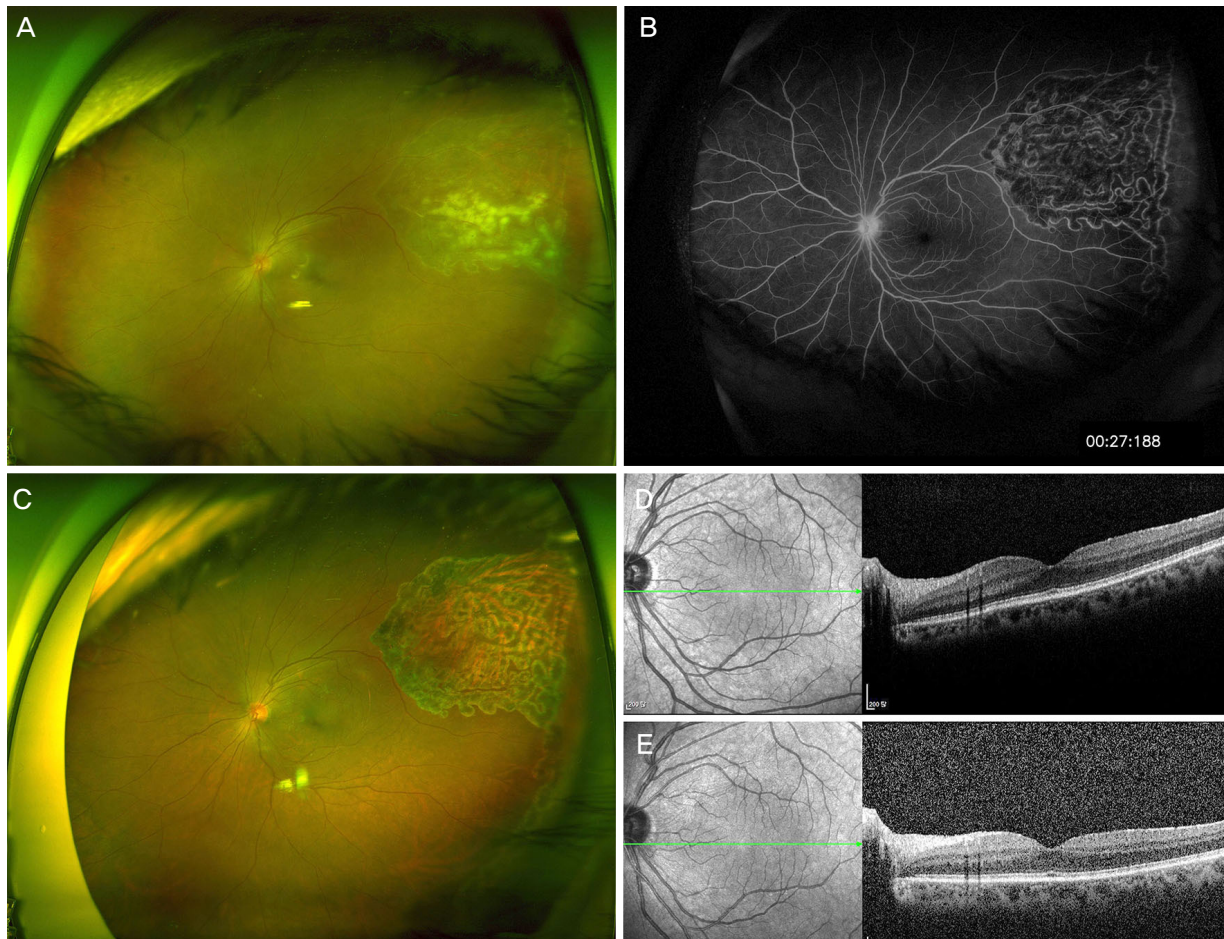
Images of post-vitrectomy with endolaser photocoagulation and intravitreal ganciclovir injection. (A) Fundus examinations 2 weeks after vitrectomy showed improved vitritis and retinal infiltration. (B) Fluorescein angiography at postoperative 2 months showed much improved vascular leakage. (C) Fundus photography 20 months after vitrectomy showed inflammation-free vitreous and retina and stable laser scars. (D-E) Optical coherence tomography at two weeks (D) and 20 months (E) after vitrectomy show normal retinal structure at macula.
